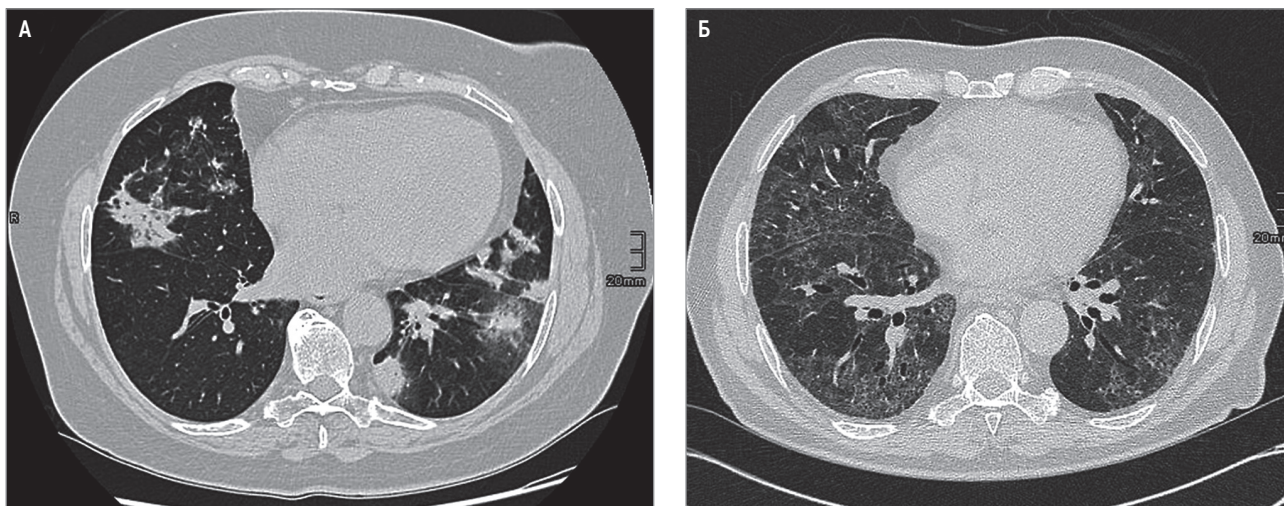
Паттерны лекарственно-индуцированных заболеваний легких: А – криптогенная организуемая пневмония; Б – неспецифическая интерстициальная пневмония. Мультиспиральная компьютерная томография
